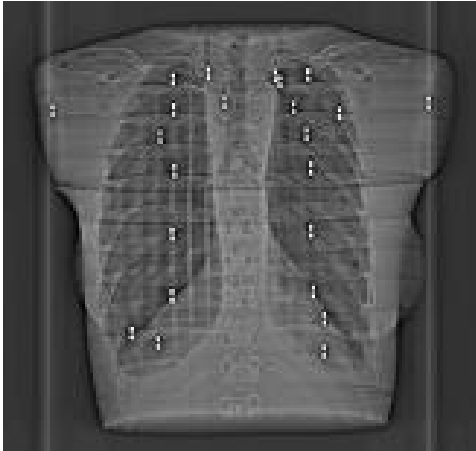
Topogram of HR CT and low dose CT image using anthropomorphic chest phantom.
